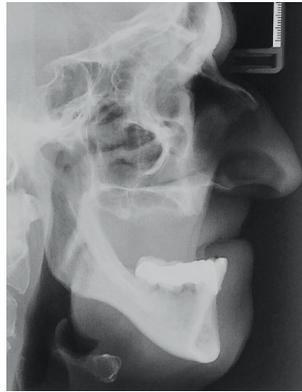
Telerradiografia lateral inicial identificando a deficiência no suporte labial.
